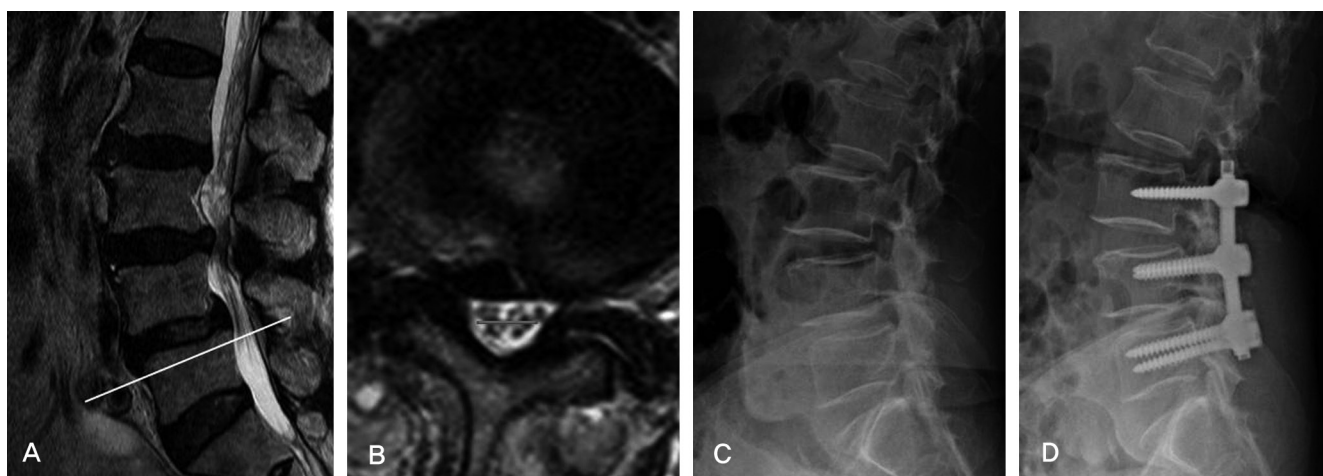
MRI scans and radiographs shows lumbar spinal stenosis and a positive sedimentation sign. (A) Sagittal view of MRI shows spinal stenosis at L3-4, L4-5. (B) Axial view shows a positive sedimentation sign. (C) Preoperative radiograph shows degenerative and sclerotic changes. (D) Postoperative radiograph shows the instrumented posterolateral fusion state.
